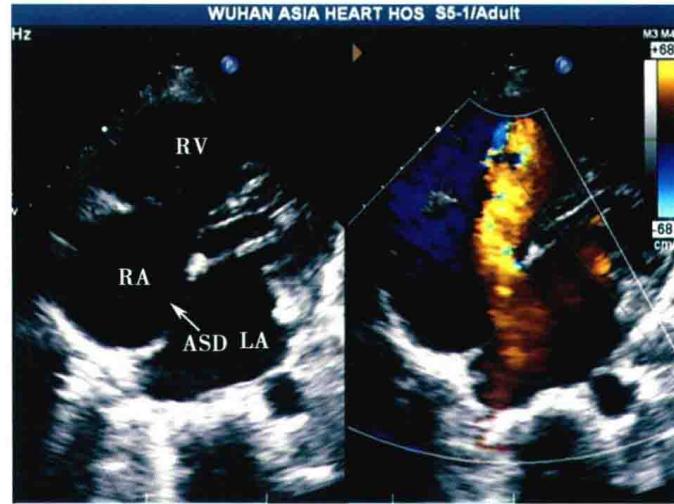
胸骨旁四腔心切面：二维超声心动图显示房间隔中央部回声连续中断（箭头），彩色多普勒显示房水平左向右分流信号
